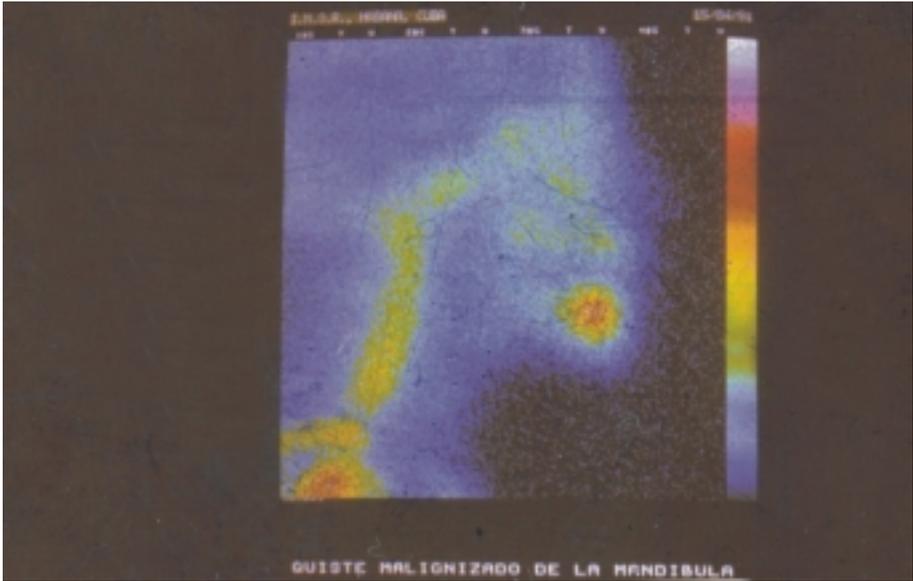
La gammagrafía o scintigrafía ósea tiene una aplicación específica en algunas neoplasias del complejo bucal. Aquí la imagen define la presencia de un quiste residual que ha sufrido transformación carcinomatosa.
